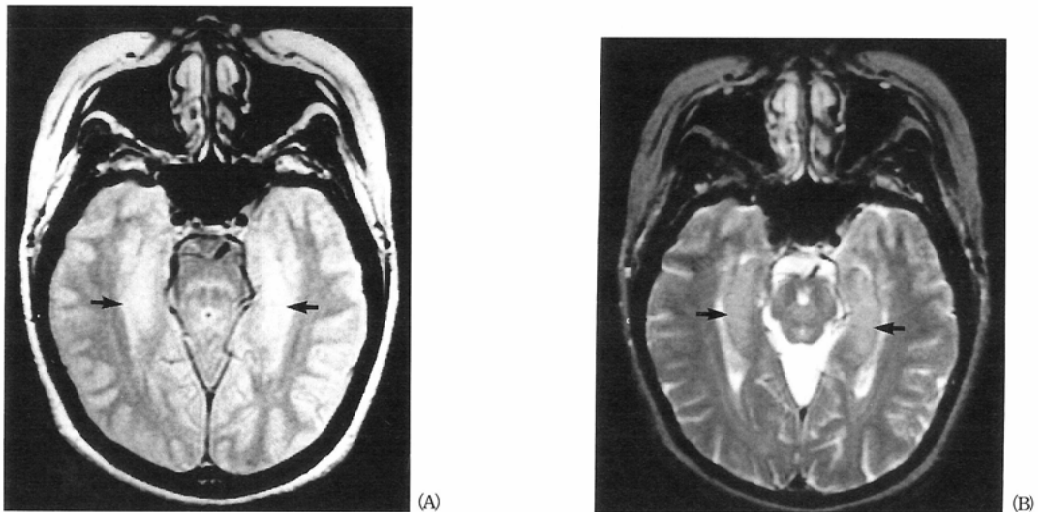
A 42-year-old female with no known history of epilepsy. Normal hippocampus is shown as iso or slightly higher signal intensity (arrow) than surrounding gray matter on (A) Proton density weighted image and (B) T2-weighted image.
